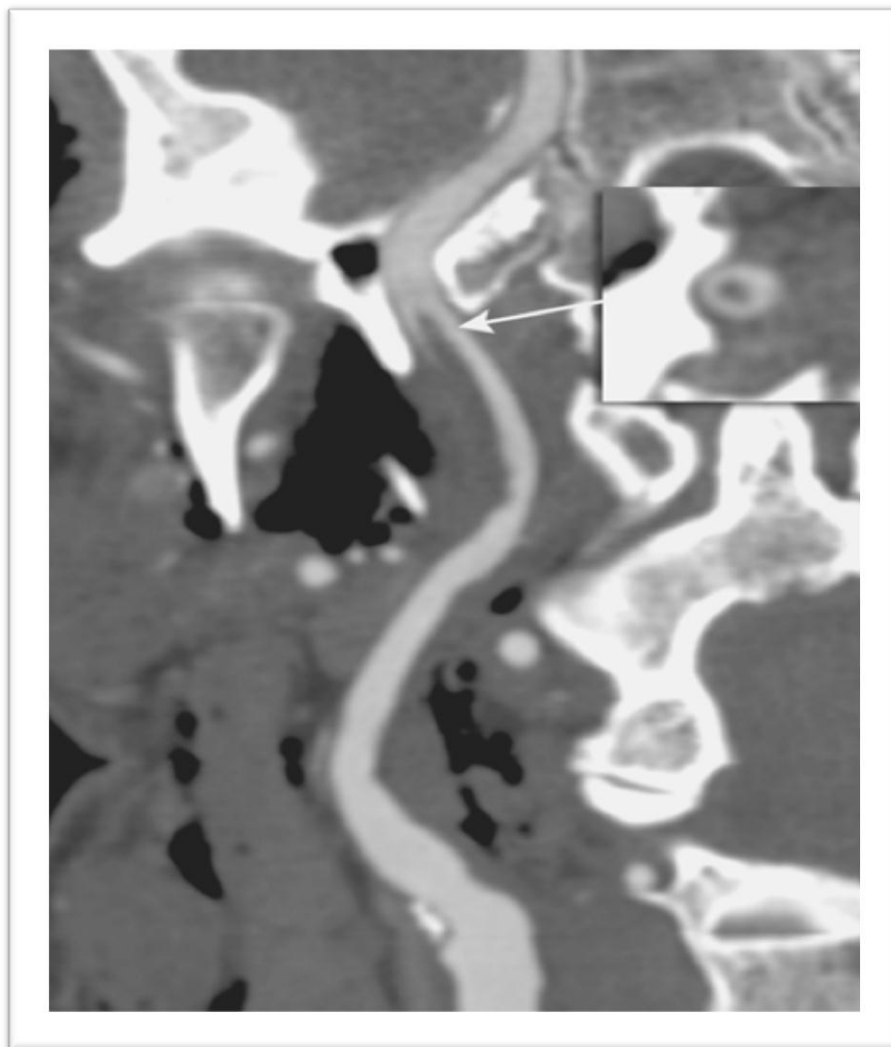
Sténose athéromateuse de la carotide interne pré-pétreuse, révélée par un AVC jonctionnel. Angio-TDM avec reconstruction curvilinéaire mettant en évidence un thrombus flottant.
